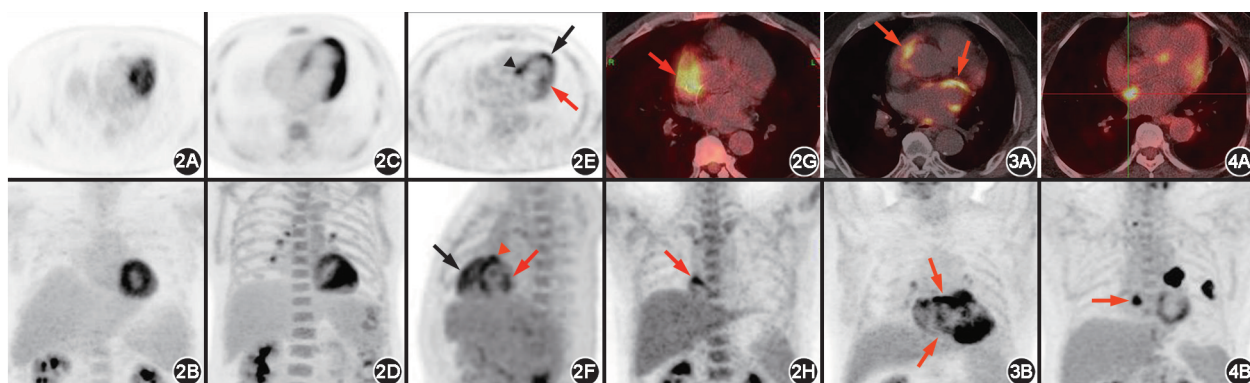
肿瘤 ^{18}F -FDG PET/CT图像中正常心脏生理性摄取[上排为横断位PET图或融合图,下排为对应的PET最大密度投影(MIP)图]可见左心室基底底部(2A,2B)、左心室外侧壁(2C,2D)呈区域性摄取增高;前心尖远段(2E,2F;黑箭头示)、乳头肌(2E,2F;红箭头示)、基底段(2E,2F;三角示)局灶性摄取增高;右心耳呈局灶性摄取增高(2G,2H;箭头示) 图3 套细胞淋巴瘤患者(男,72岁) ^{18}F -FDG PET/CT显像图(横断位) 二线化疗后3个月融合图(3A)及MIP图(3B)显示新出现左右心房壁、心耳代谢增高(箭头示) 图4 肺癌伴房间隔脂肪瘤样肥厚患者(女,61岁) ^{18}F -FDG PET/CT显像图(横断位) 融合图(4A)及MIP图(4B)显示左右心房间局灶性代谢增高(十字交叉及箭头示),另有2处高代谢灶为肺癌及淋巴结转移灶
